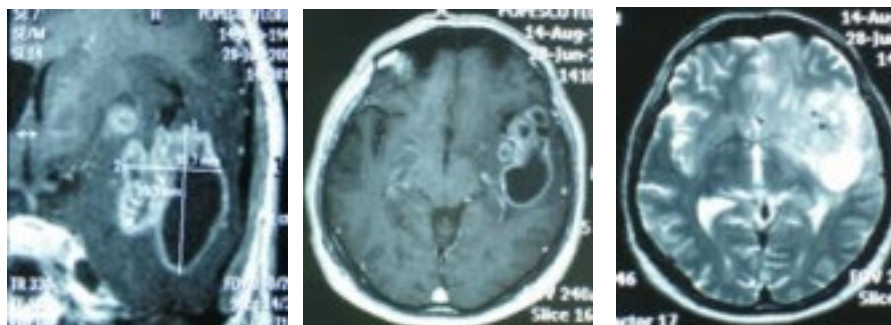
Aspect IRM (T1 coronal, axial și T2 axial) de GBL (se observă inelul hipercaptant de gadolinium)
